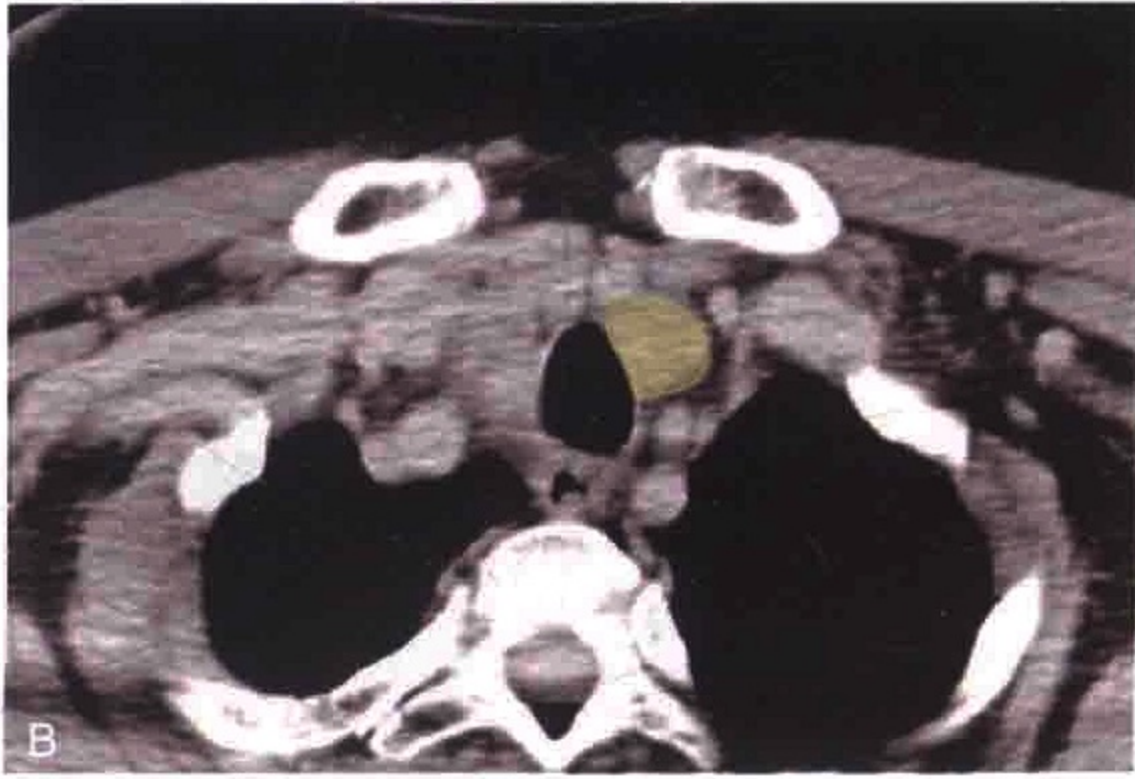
A. 横轴位 CT 增强扫描显示一个肿大的Ⅳ区淋巴结位于左侧气管旁。B. 淋巴结被勾画出来
